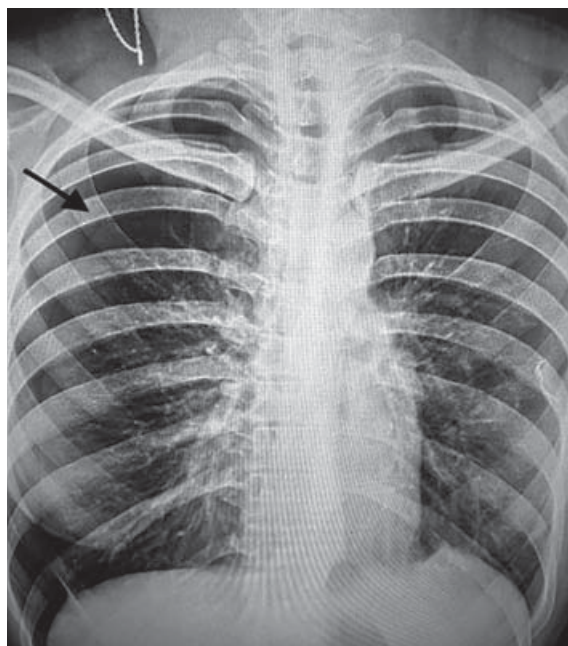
Рентгенографія ОГП хворої А — правосторонній рецидивуючий спонтанний пневмоторакс
